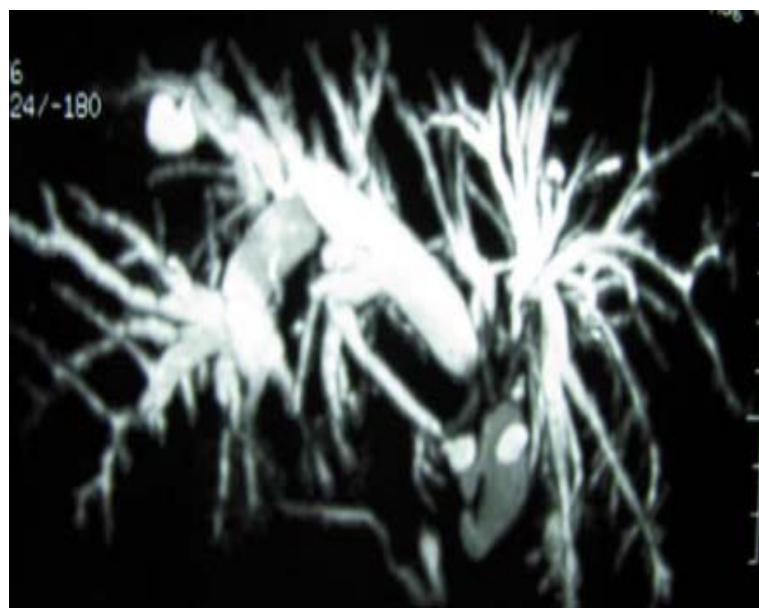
b) cholangio-IRM montrant une image d'arrêt au niveau du bas cholédoque avec dilatation en amont (image en bas) (199)
